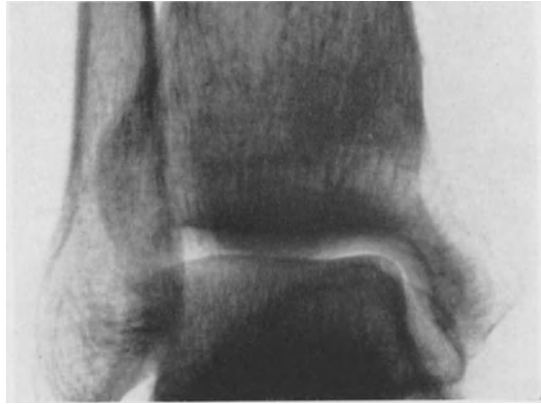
35jähr. ♂. Osteolytisches osteogenes Sarkom des inneren Knöchels. Im Verlauf eines halben Jahres Anschwellung am inneren Knöchel. Außerhalb im April 1935 Exstirpation einer Geschwulst. Mikroskopisch Sarkom. Am. 30. 4. 1935 Amputation (GRITTI). Seit Herbst 1936 ausstrahlende Schmerzen im rechten Bein, Kribbeln und Taubsein auf der Rückseite des Oberschenkels. Januar 1937 in der Chirurg. Univ.-Klinik Feststellung einer Metastase im Gebiet der rechten Articulatio sacroiliaca (s. Abb. 368). Röntgenbestrahlung (1680 r). Im April 1937 nachweisbare Lungenmetastasen.
